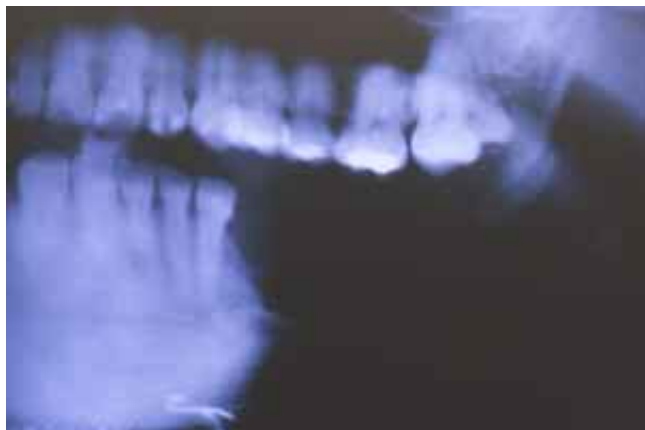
Radiografía con injerto de costilla y hueso corticomedular fragmentado de cresta iliaca.
